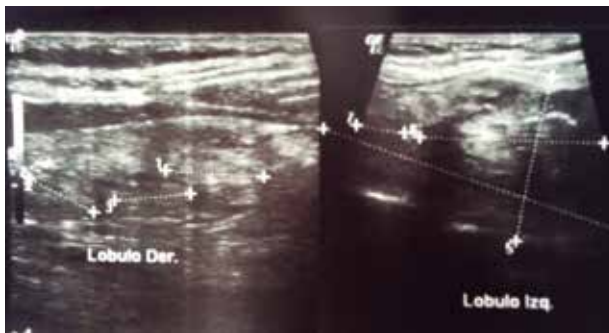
Ecografía tiroidea: Se visualiza la glándula aumentada de tamaño, parénquima homogéneo, difuso, múltiples nódulos delimitados. (Foto archivo del autor)
